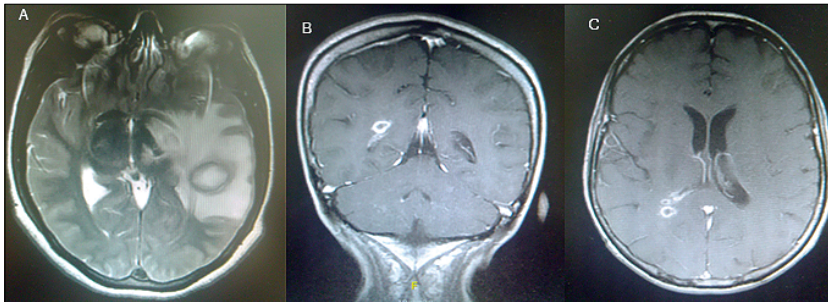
Resonancia magnética, A. secuencia T2 muestra lesión temporal izquierda con importante edema perilesional. B. Secuencia T1 corte coronal con medio de contraste que muestra realce en anillo, C. Secuencia T1 corte axial con medio de contraste.
